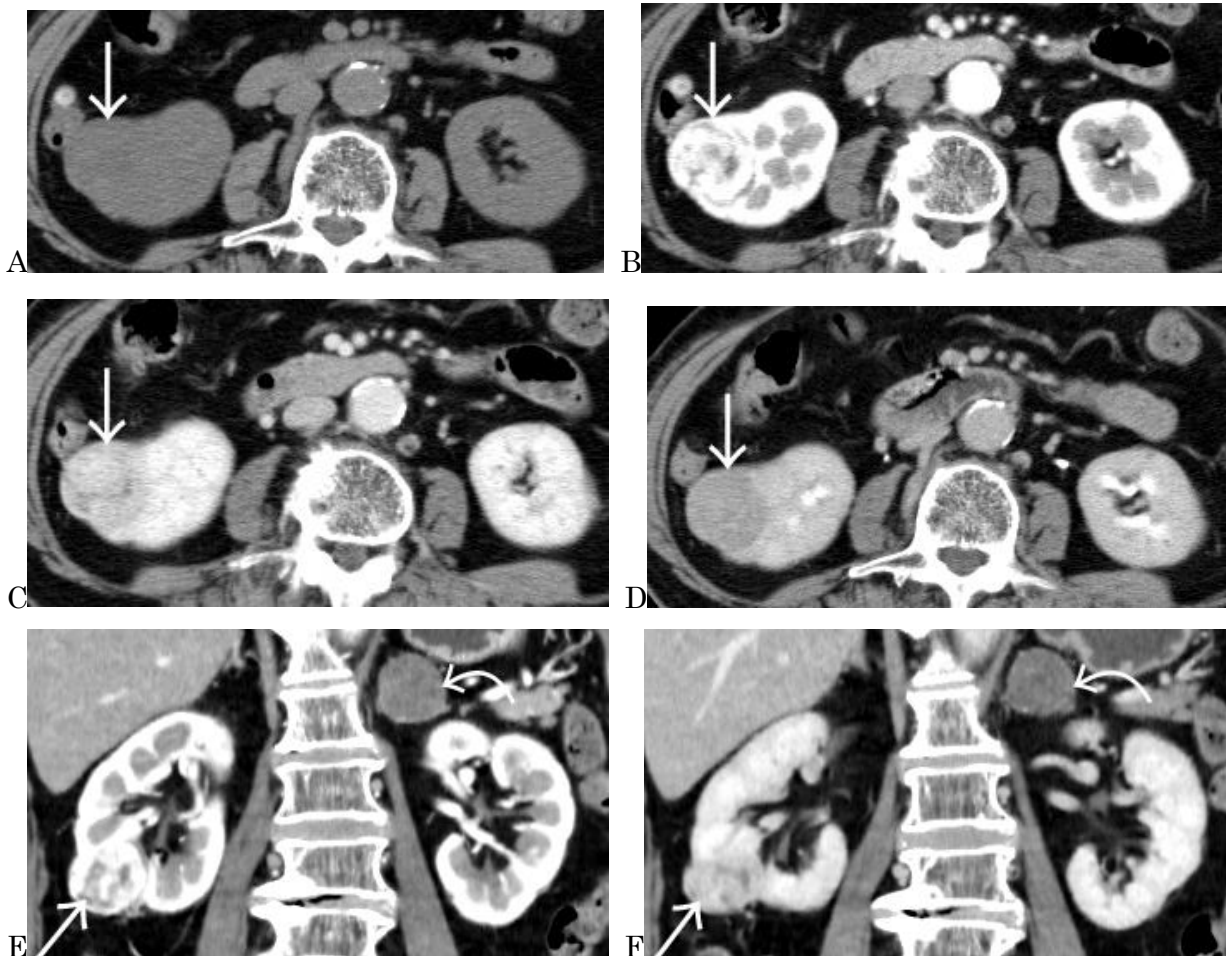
肺がん二次検診の胸部 CT で発見された右腎細胞癌（76 歳女性）
